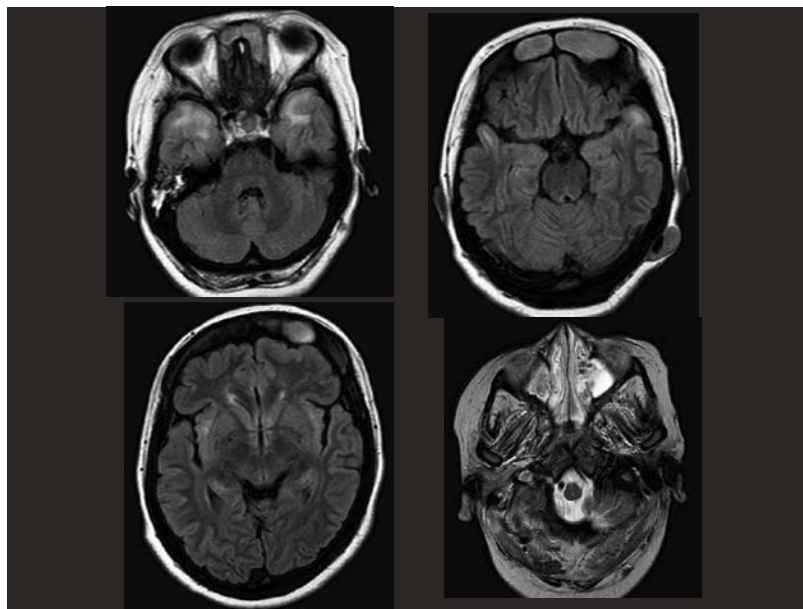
頭部 MRI (上段および下段左 FLAIR 画像, 下段右 T2強調画像)
